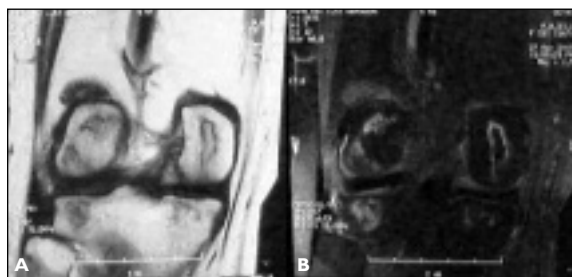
(a) Corte coronal T1 de RM de joelho direito apresenta lesão osteocondral no côndilo femoral lateral e osteonecrose em tibia proximal. (b) O corte T2 de RM.
